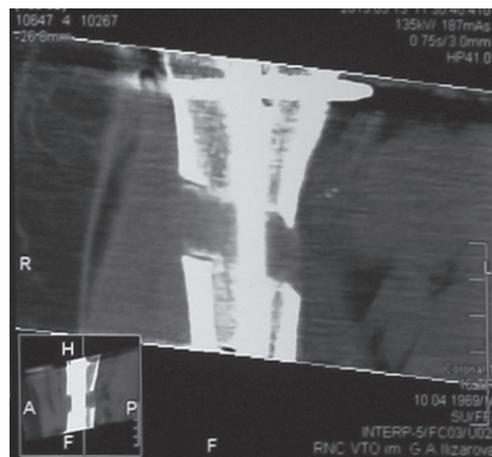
Фрагмент компьютерной томограммы бедренной кости, дистракция 25 дней. MPR
